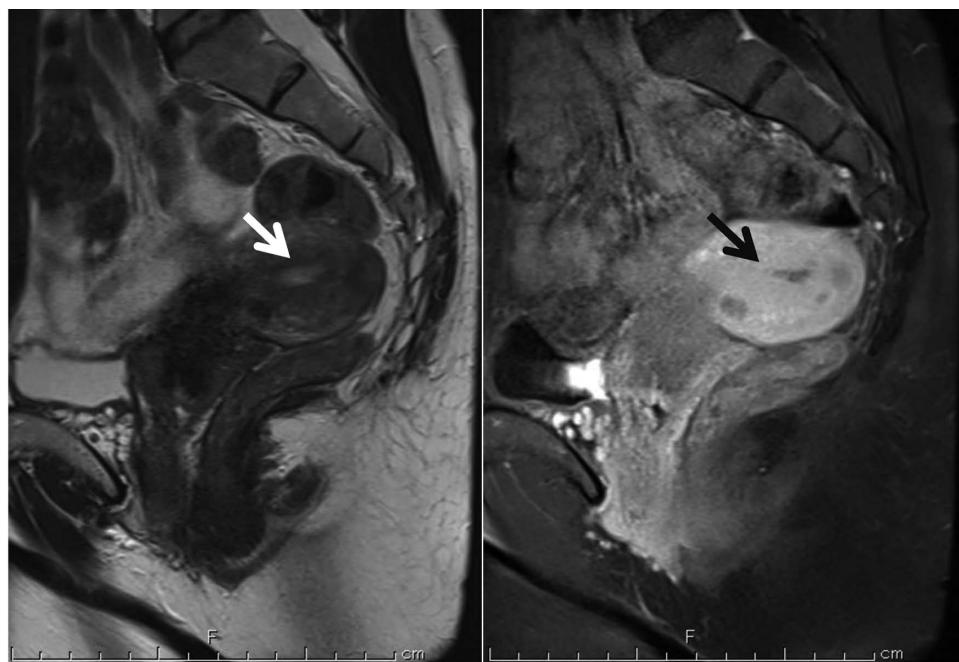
再発時のMRI画像所見 T2強調画像（左）、造影T1強調画像（右）
